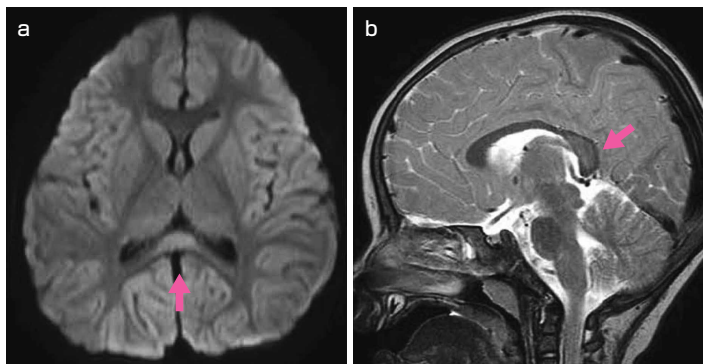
可逆性脳梁膨大部病変を有する軽症脳炎・脳症(MERS)のMRI
